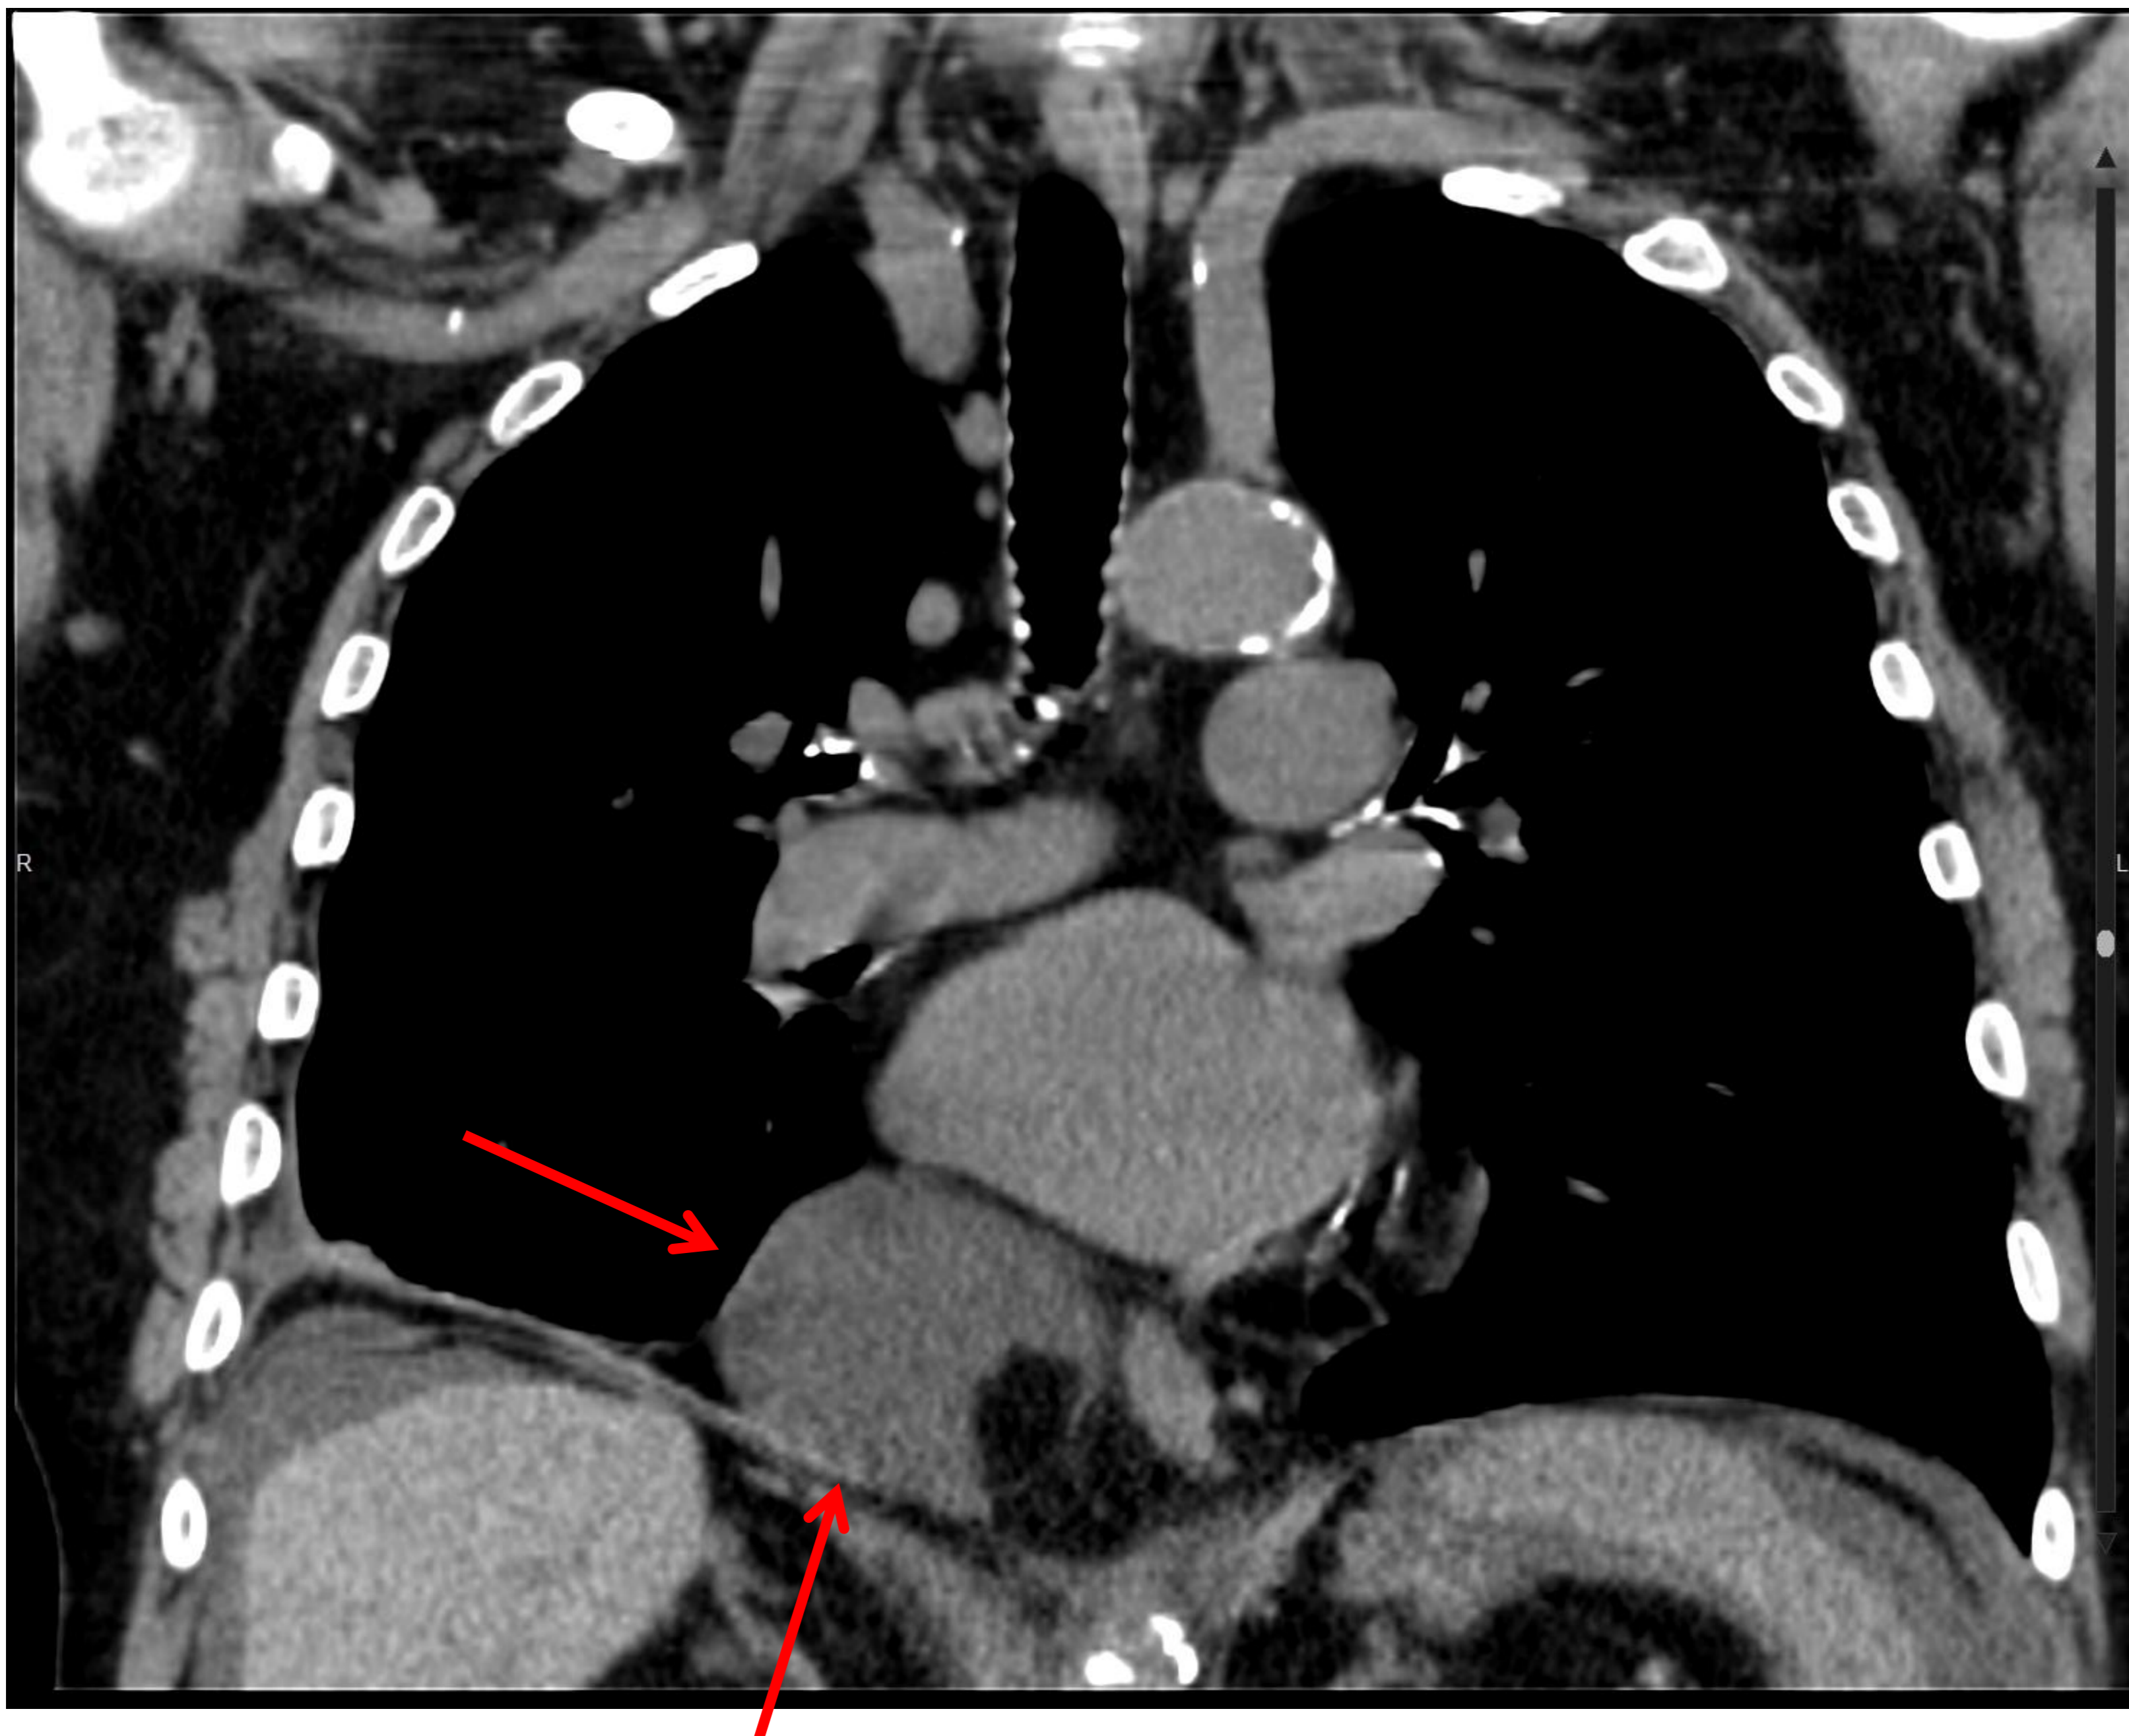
TC corte coronal donde se observa una lesión quística dependiente del pericardio (flechas rojas) en una paciente que consultaba por otro motivo, hallazgo compatible con quiste pericárdico.
